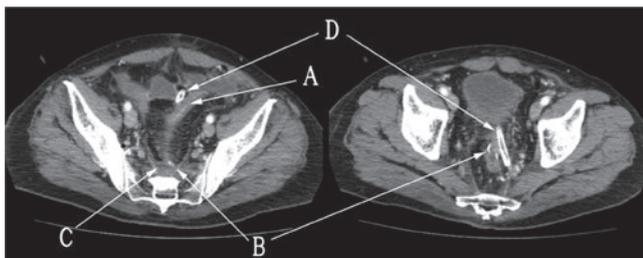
腹部造影CT（術後16日目）：S状結腸（A）の肛門側端，吻合部ステープルライン（B）の背側で仙骨前面に相当する位置に，膿瘍と考えられる軟部陰影（C）を認めた。ドレーン（D）の先端は，それより肛門側に位置した。この時点では仙骨や脊椎硬膜外に異常を認めなかった。
